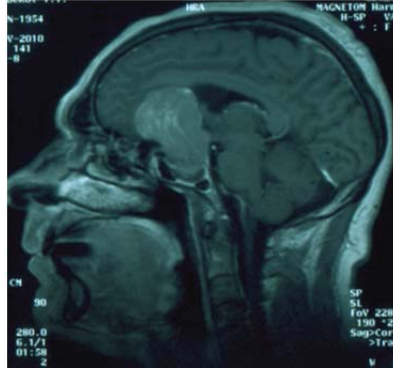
МРТ до операции. Сагиттальная проекция. Гигантская Эндо-супраселлярная аденома гипофиза
